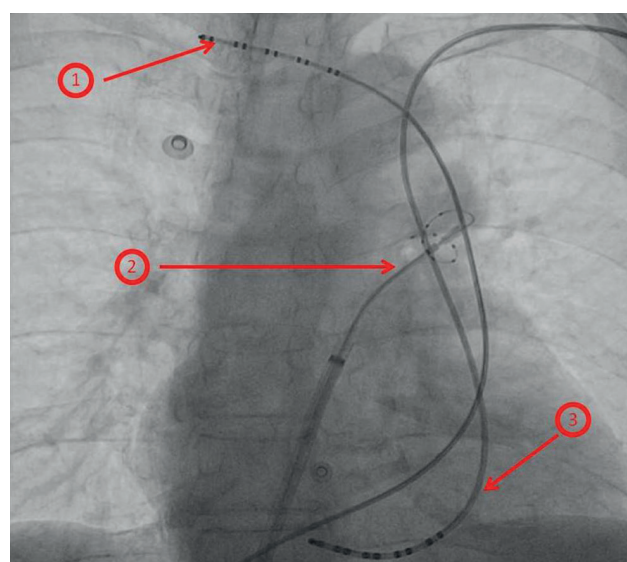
Рентгенологическая картина при проведении электрода для стимуляции диафрагмального нерва через коронарный синус и левую персистирующую верхнюю полую вену. Передне-задняя проекция. Примечание: 1 - диагностический управляемый электрод в области правой подключичной вены, 2 - электрод в коронарном синусе, 3 - криобаллонный катетер в верхней легочной вене.
